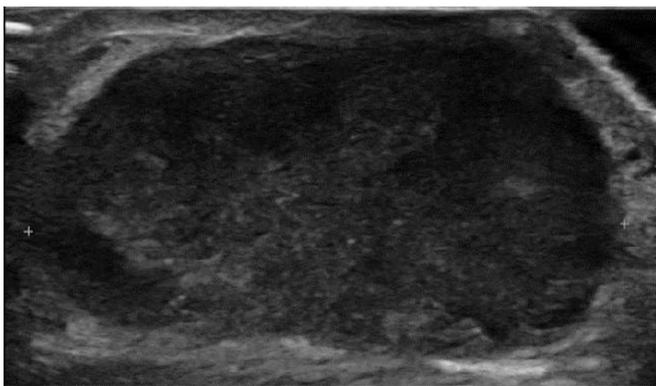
Ultrasound of right breast in the sagittal plane shows a 2.3x0.8 cm size of sonolucent area, which proved to be abscess upon drainage.
